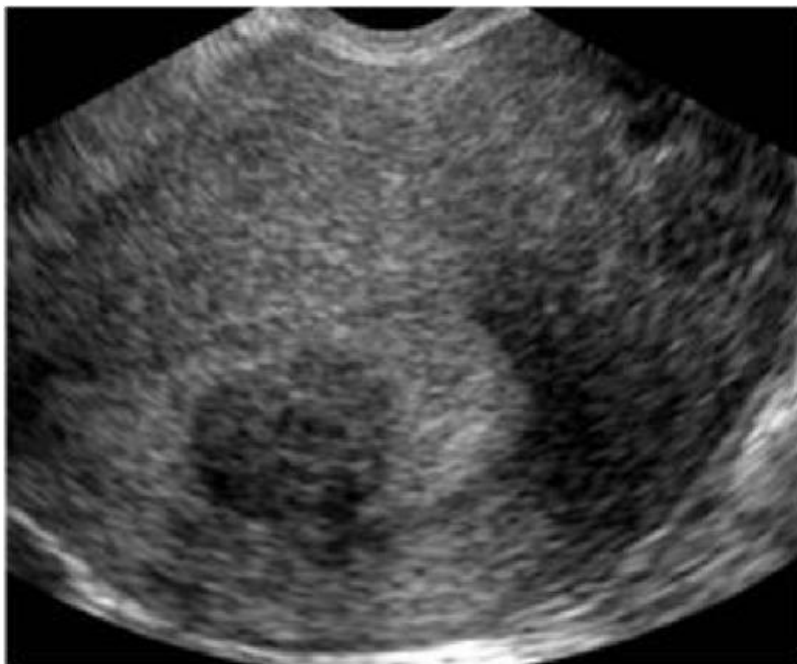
myome utérin intra muralà l'échographie [18]
